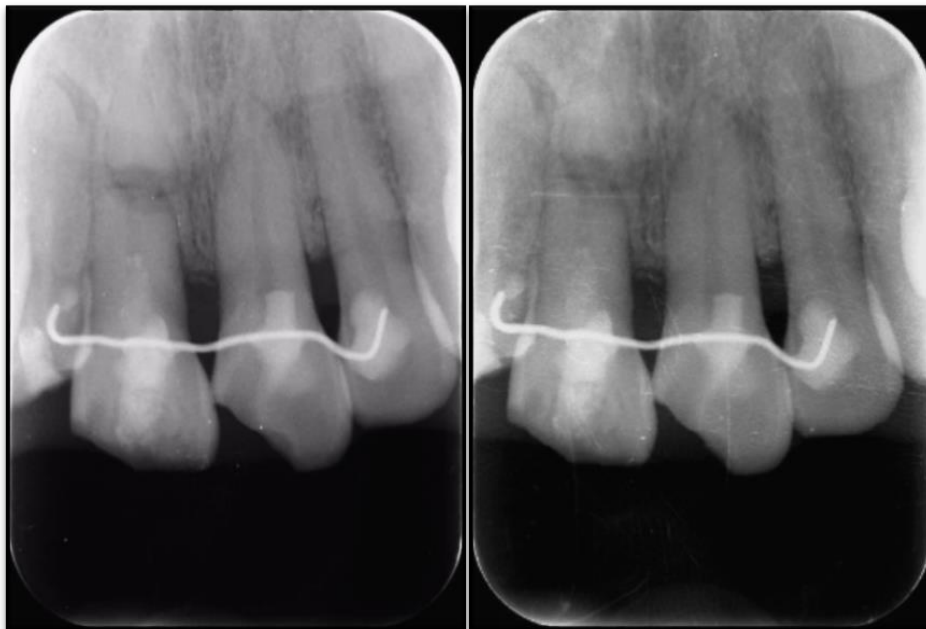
Radiografías periapicales de seguimiento (21-09-2018)
